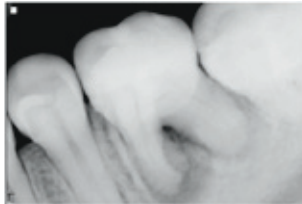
1B: Primer molar con lesión ápicoperiapical visible radiográficamente. Extrema movilidad. Fístula mucosa.
